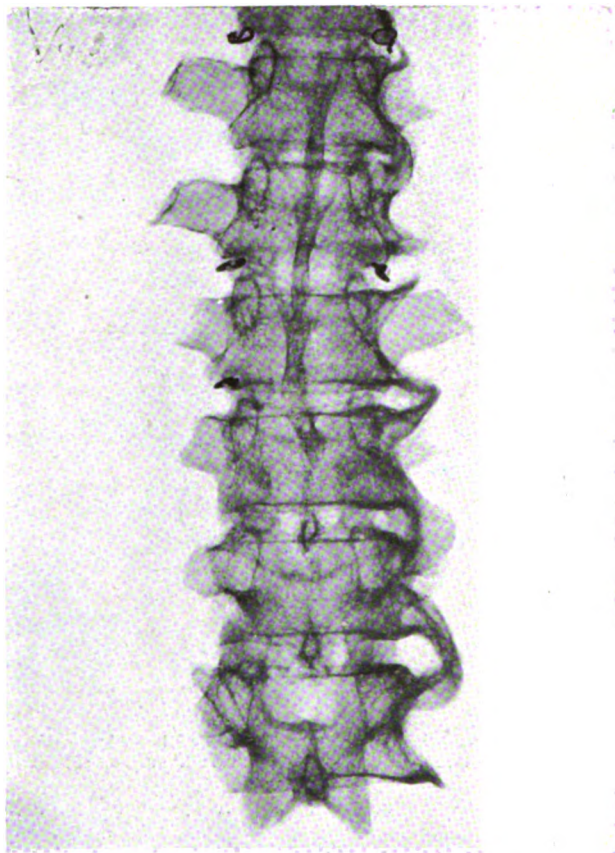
Radiographie d'une pièce sèche du musée Dupuytren :
